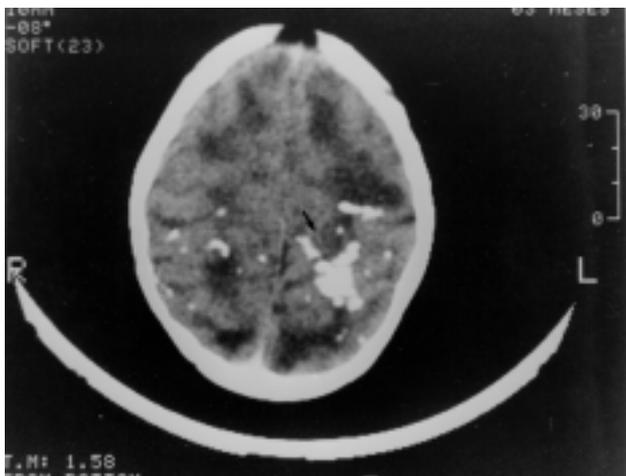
Tomografia computadorizada de crânio da paciente 2 mostrando áreas extensas de calcificações irregulares e grosseiras.
